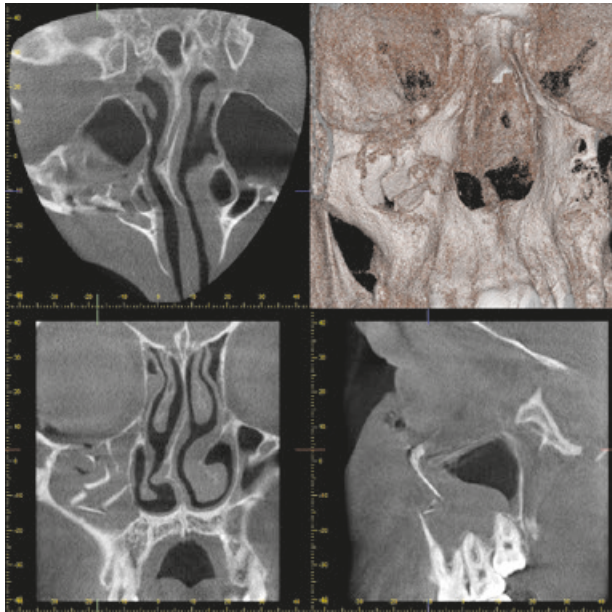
Конусно-променева комп'ютерна томографія кісток лицевого черепа пацієнта С. віком 22 роки. Множинні уламкові переломи стінок правої гайморової пазухи зі зміщенням уламків та гематосинусом
